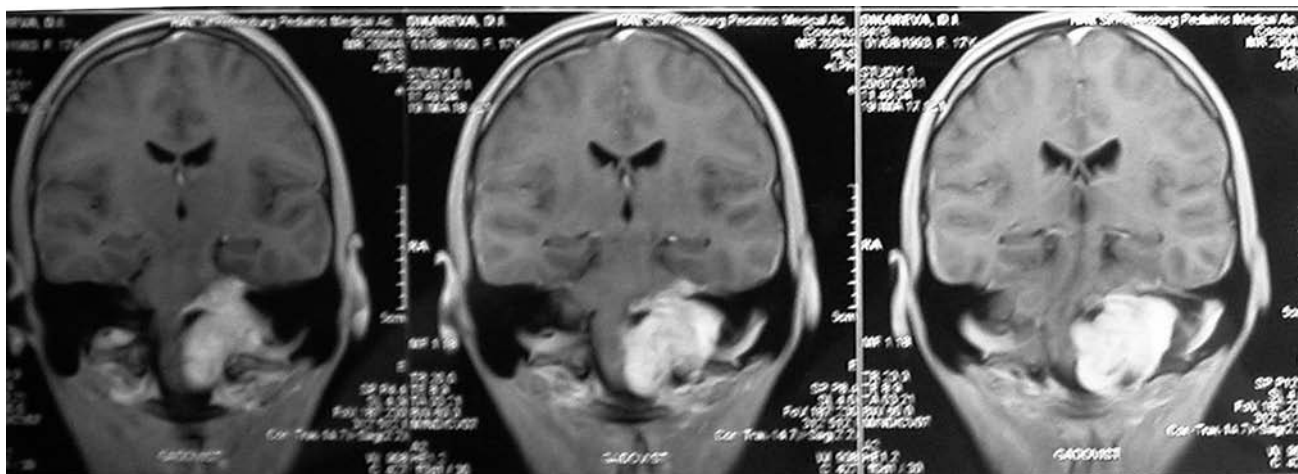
МРТ T1 с контрастированием. Визуализируется опухоль левой половины моста и продолговатого мозга, распространяющаяся в левую мосто-мозжечковую цистерну и большую цистерну, накапливающая контрастное вещество. Новообразование оттесняет ствол мозга вправо, вызывая его дугообразную деформацию. Гидроцефалия не определяется
